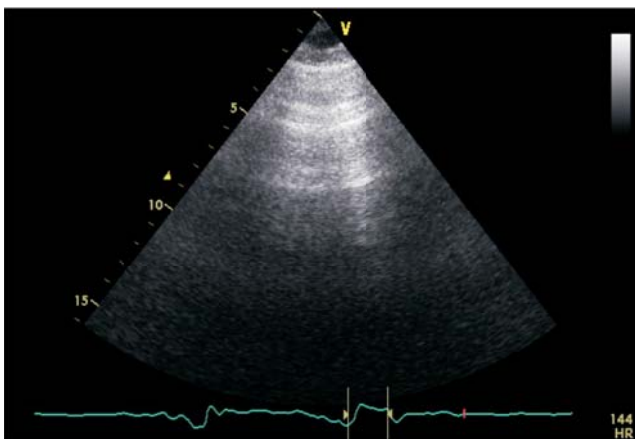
УЗИ-картина легких в норме. Стрелкой указаны горизонтальные параллельные линии вследствие реверберации, расположенные позади плевры.
